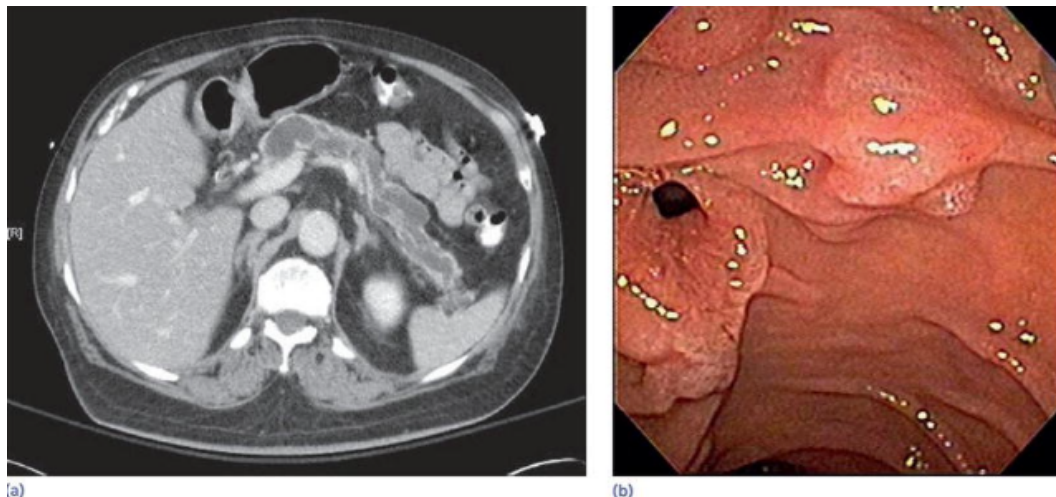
a) TC in cui si osserva una dilatazione del Wirsung associata ad un atrofia del pancreas suggestiva di MD-IPMN. b) Immagine endoscopica di “papilla a bocca di pesce”, patognomica di MD-IPMN. Wang et al. *Yamanada's Textbook of Gastroenterology* (2022).
